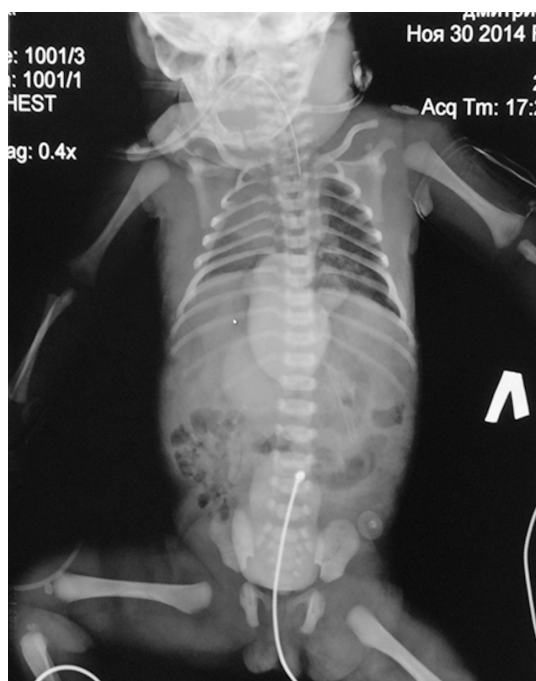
Обзорный рентгеновский снимок, показывающий атипичную локализацию сердечной тени, асимметричное положение диафрагмы, неравномерную пневматизацию легочной ткани
